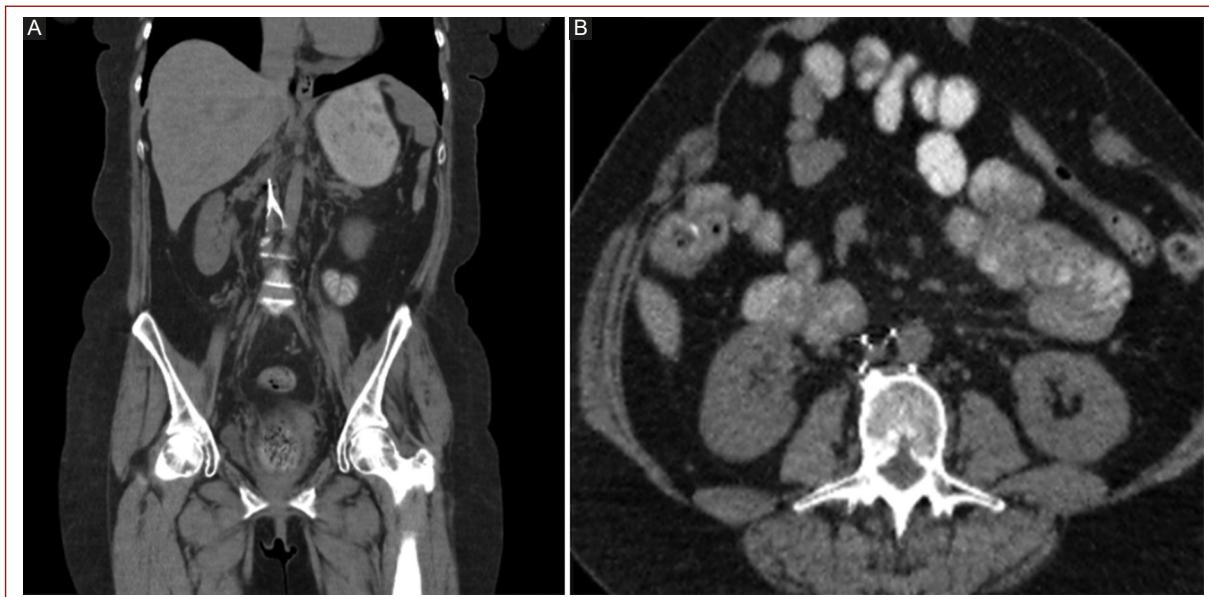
Angiotomografía de abdomen en corte sagital (A) y axial (B) en donde se visualiza filtro de vena cava penetrado hacia aorta abdominal.
